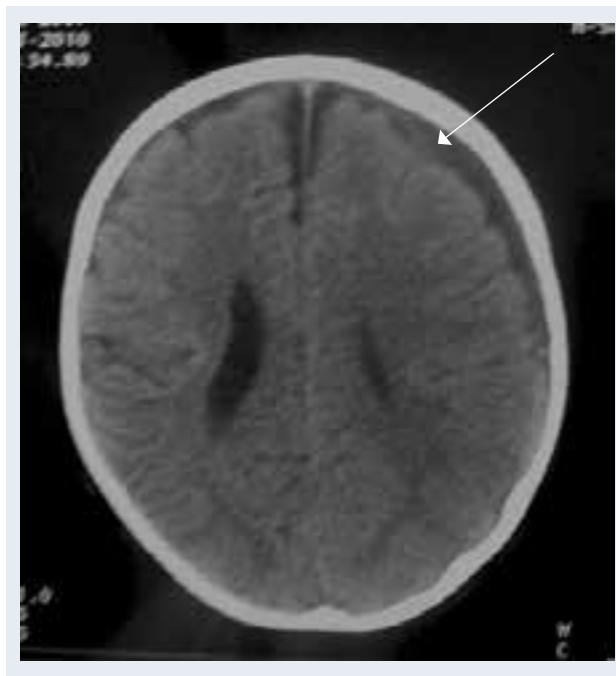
Компьютерная томограмма больной С., 7 мес жизни. Диагноз: Бактериальный гнойный менингит гемофильной этиологии. Субдуральное скопление в передних отделах левого полушария с признаками объемного воздействия (указано стрелкой).
